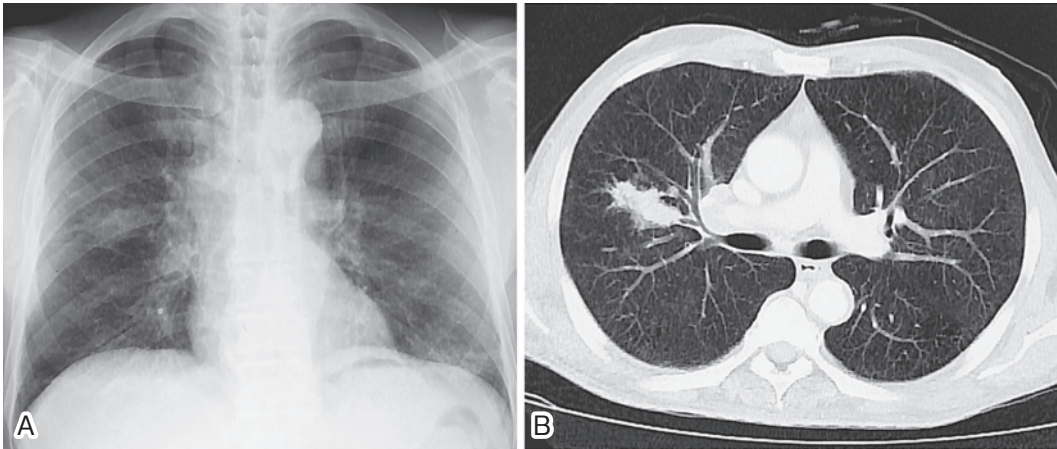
Chest radiograph (A) and chest CT scan (B) on admission show the nodular shadow in the right upper lobe.
